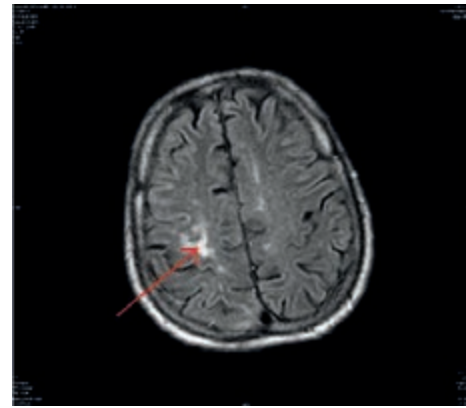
Магнитно-резонансная томография головного мозга. Режим DWI
